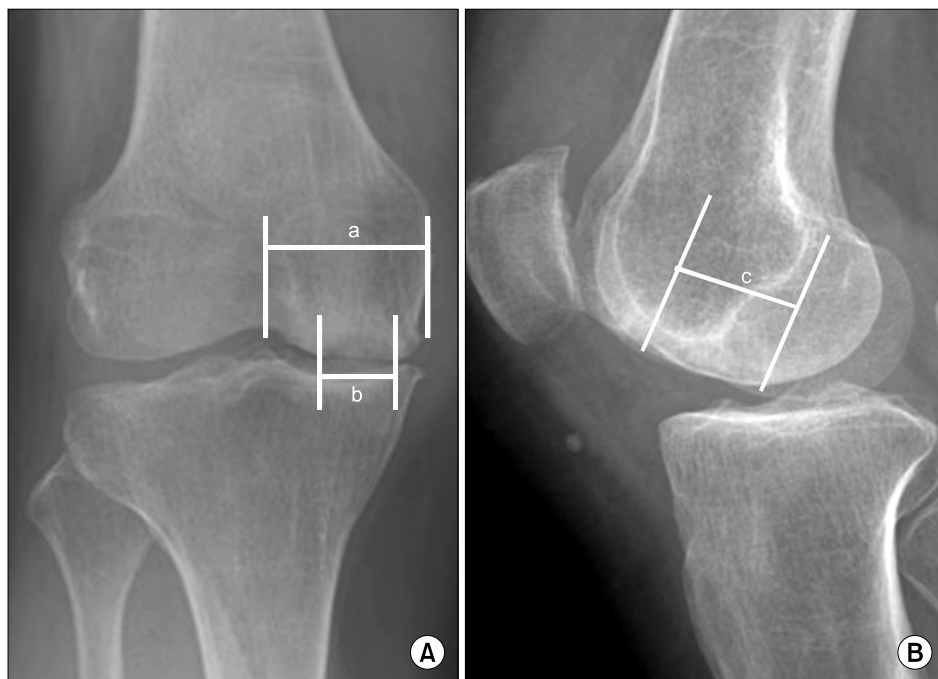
(A) Simple radiography for measuring the size of the lesion on the anterior-posterior view. The condylar ratio and transverse diameter can be measured. (B) Simple radiography for measuring the size of the lesion on the lateral view. The depth can also be measured. *a: Maximum transverse width of the medial femoral condyle on the anteriorposterior radiography, b: Transverse width of the lesion on anteriorposterior radiography, c: The greatest length of the lesion on lateral radiography.
